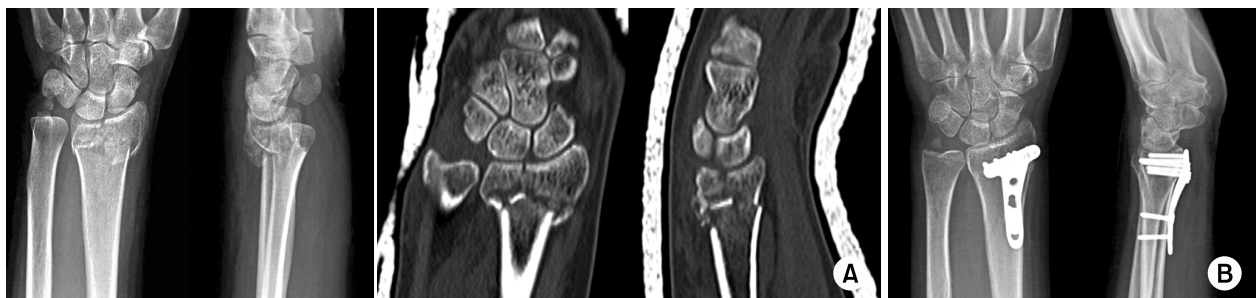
(A) Complex intra-articular fracture in a 52-year-old woman. Computed tomography scans demonstrate the intra-articular fracture.
